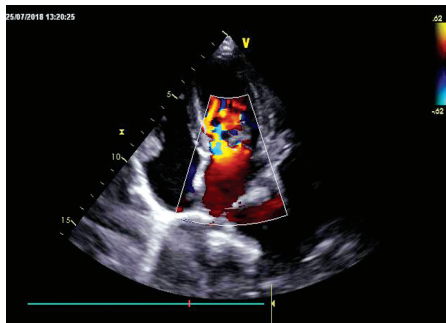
超声心动图示占位性病变内可探及彩色血流信号
